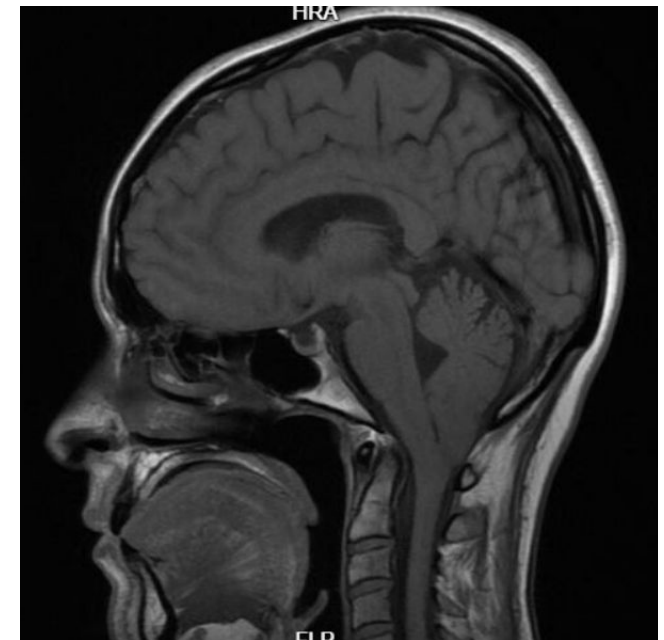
RM cerebral sagital T1: Descenso de las amígdalas cerebelosas de 10 mm por debajo del plano del agujero magno. Obliteración del espacio subaracnoideo perimedular. (Servicio de Radiodiagnóstico del HCUVA).
